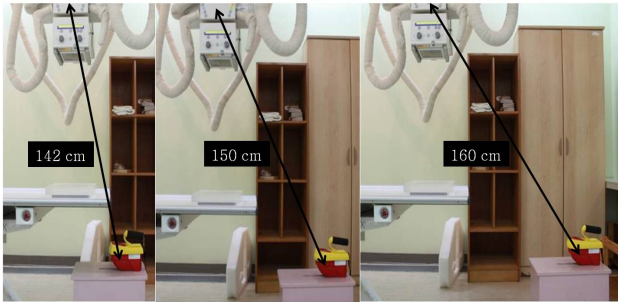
The distance of between X-ray tube center and measurement points
